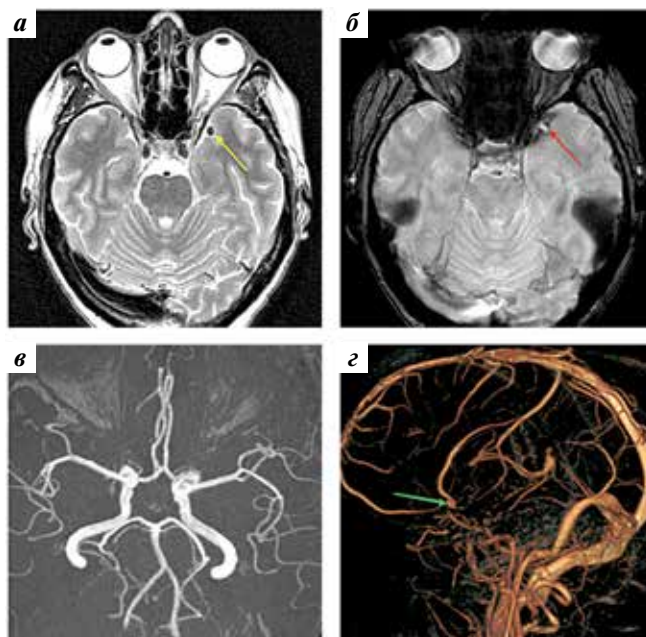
Магнитно-резонансная (МР) томография пациентки С., 59 лет: а — режим T2; б — режим SWI; в — МР-ангиография (MIP-реконструкция); г — МР-венография. См. описание в тексте
